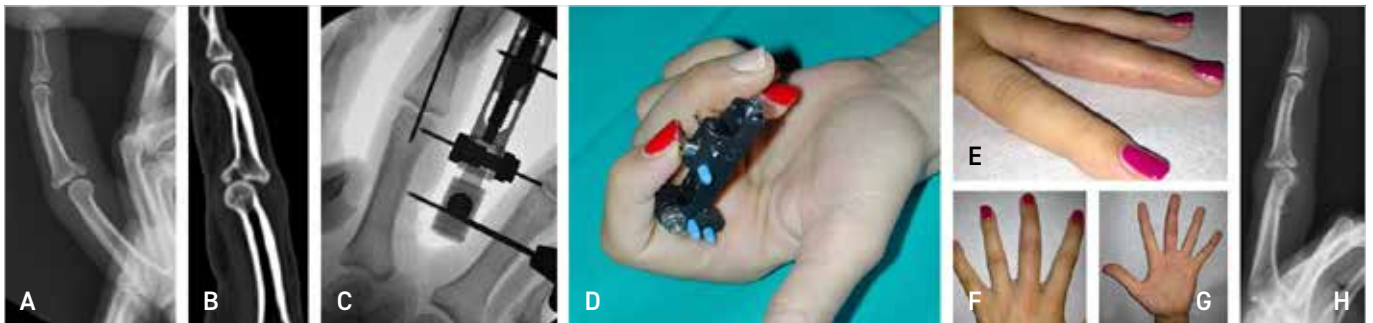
A) Frattura comminuta della base volare con sublussazione dorsale P2 IV raggio causata da contrasto a muro. B, C) Suzuki frame. D, E) Soddisfacente controllo radiografico a 2 mesi. F, G) Articolari quasi completa del raggio (deficit ai massimi gradi di flessione).
